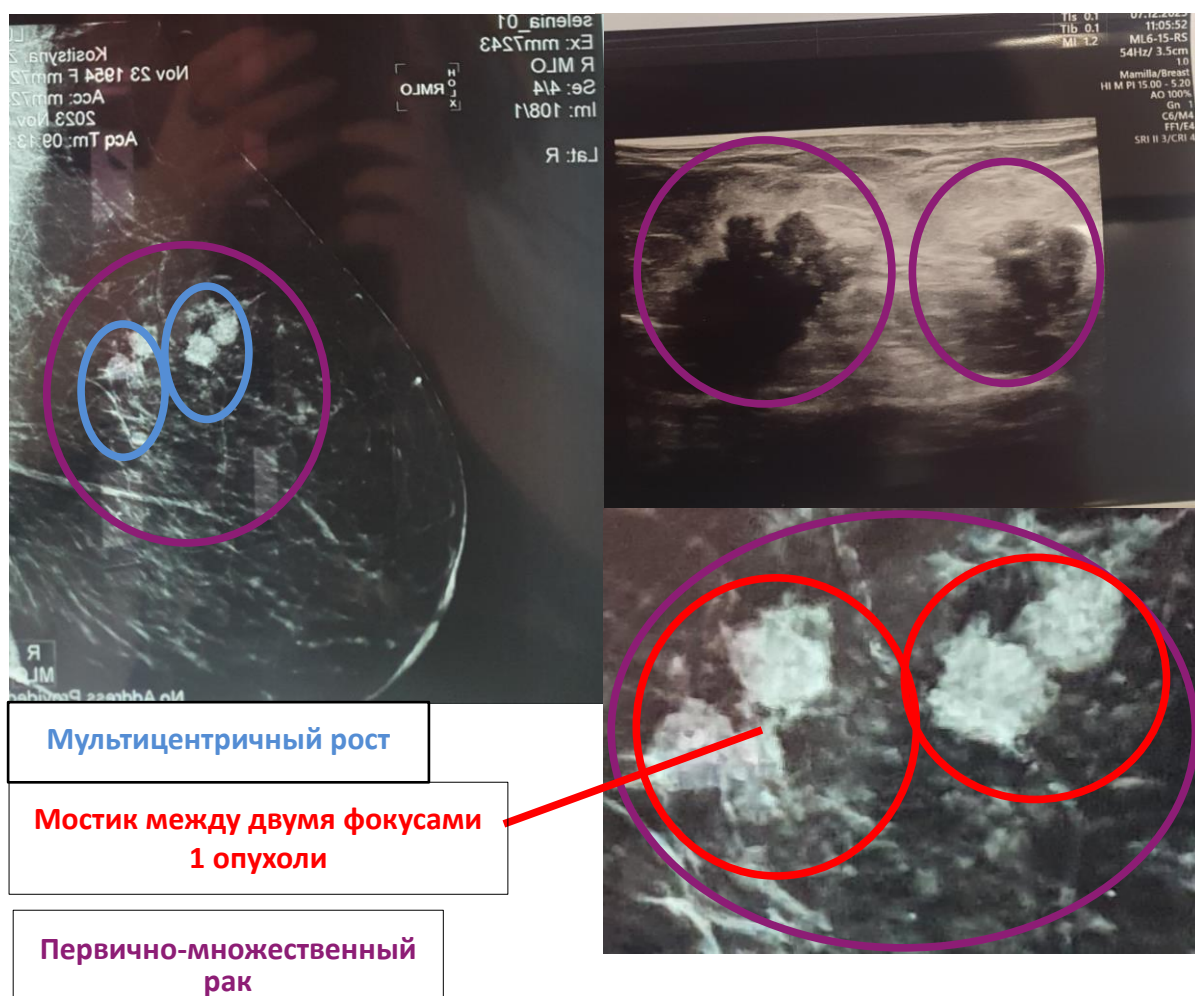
Рентгенографическая (А, В) и ультразвуковая картина (Б) мультицентричного и первично-множественного рака молочной железы
